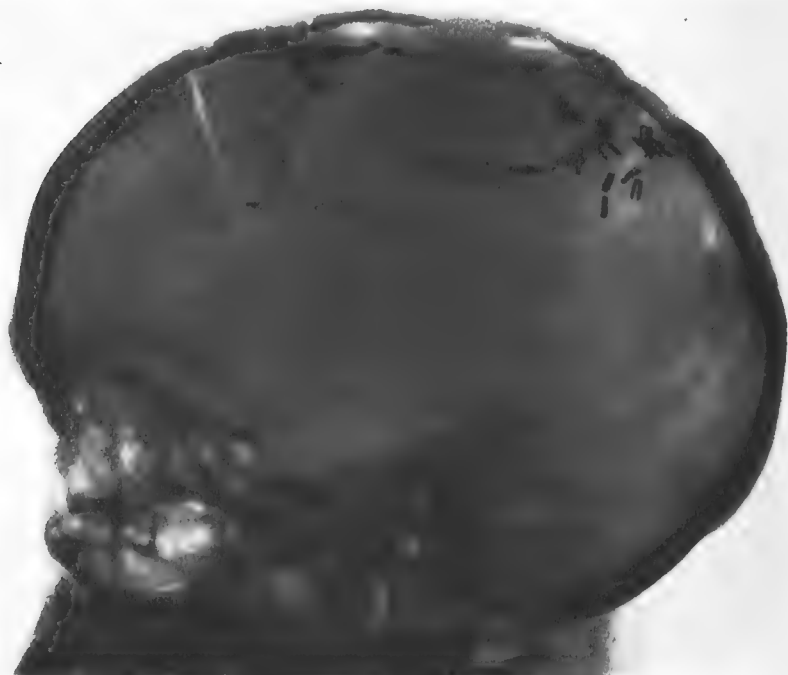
Radiographie de profil, après la deuxième intervention.
